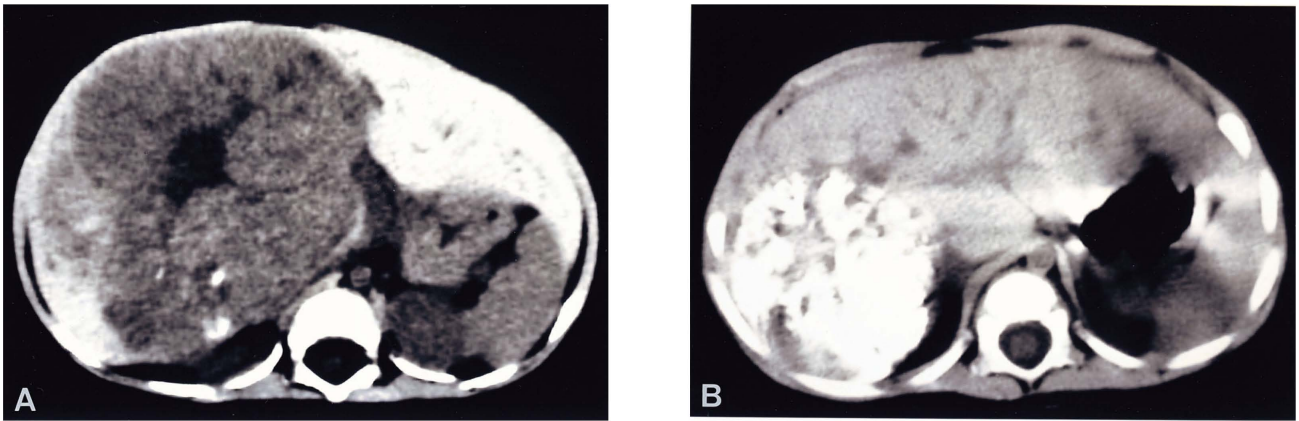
Abdominal computed tomograms, showing huge unresectable hepatoblastoma at diagnosis (A) and marked shrinkage of the mass after two cycles of TACE (B). Lipiodol uptake is shown in the tumor site.
